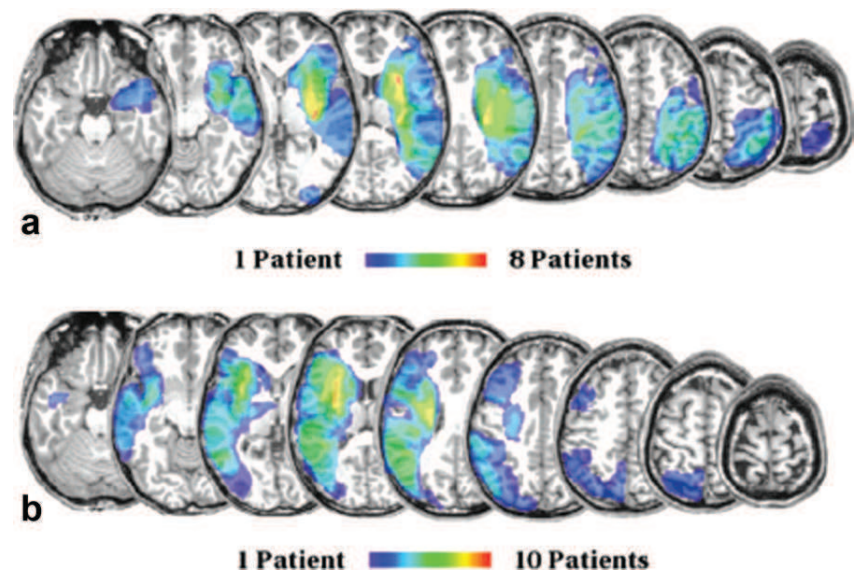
Overlap of infarcts for: (a) right-sided ($n = 8$) and (b) left-sided ($n = 10$) stroke patients in a T1 anatomical sequence. Infarct lesions were manually drawn on normalized FLAIR images in MNI space and then superimposed on a T1 anatomical sequence. The rainbow color code represents the extension and the amount of overlapping.
